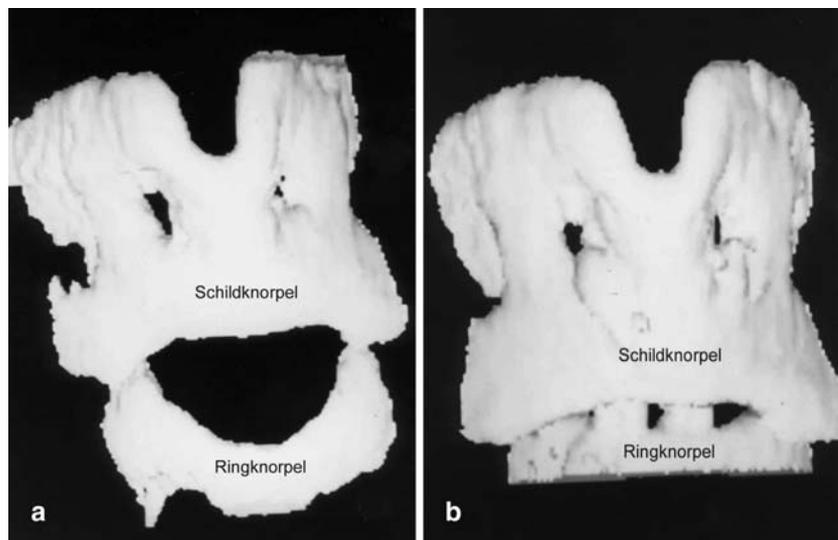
▲ Spiral-CT des Larynx, 3D-Rekonstruktion, a Darstellung des Schild- und Ringknorpels frontal, präoperativ, b Darstellung des Schild- und Ringknorpels frontal, postoperativ. Es zeigt sich ein deutlich kleinerer Abstand zwischen Ring- und Schildknorpel
